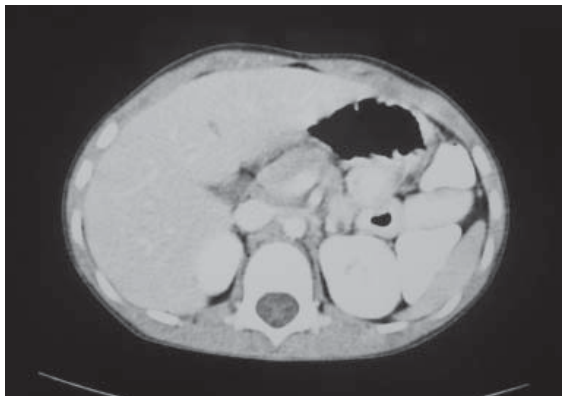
Kemoterapi sonrası kontrol BT'de karaciğerdeki lezyonların kaybolduğu görülmektedir.
